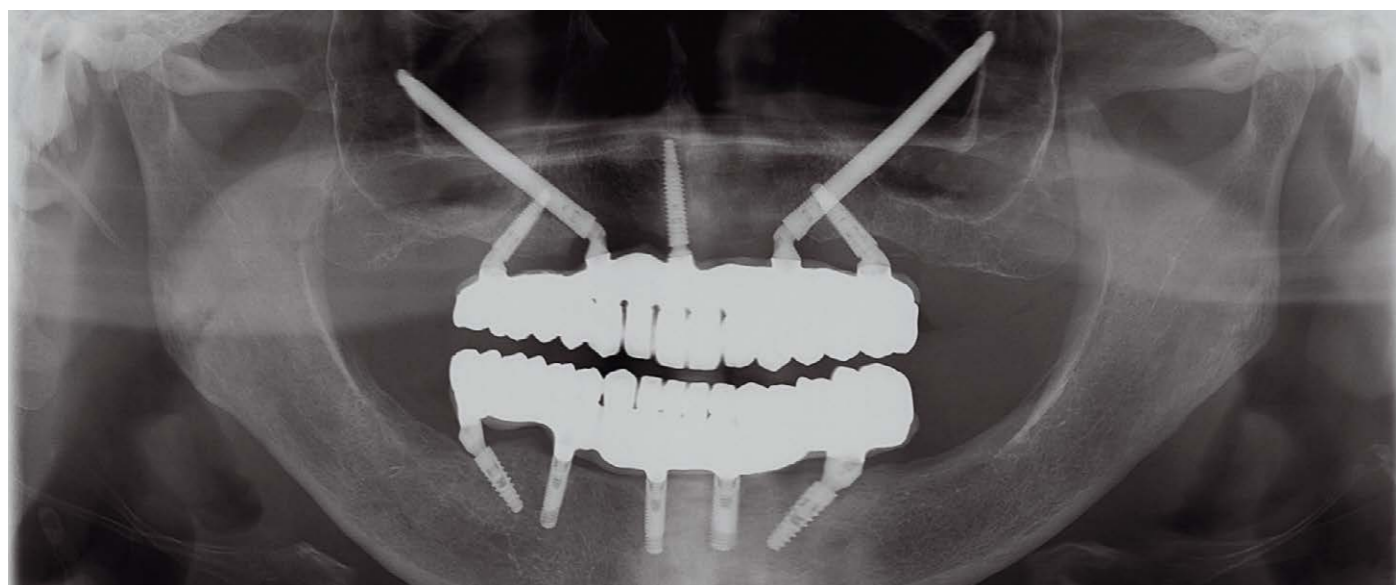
Панорамная рентгенограмма после установки постоянного протеза через 72 часа после операции
